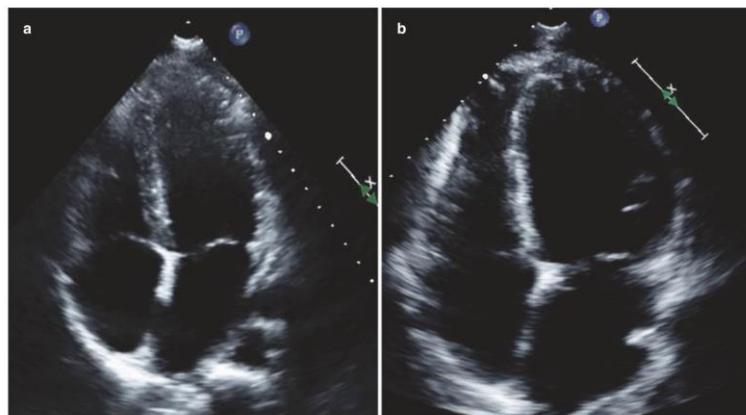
(a) Normal apical four chamber transthoracic echocardiogram (b) Dilated cardiomyopathy
